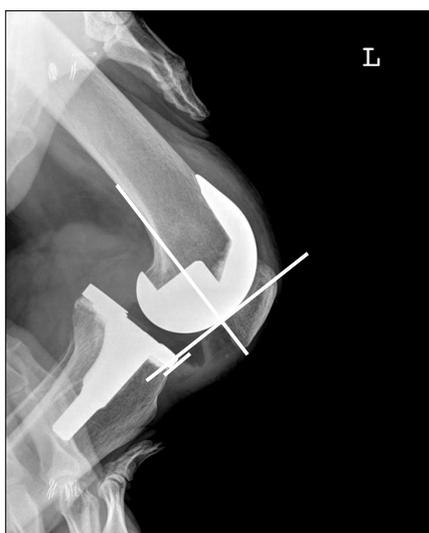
Knee posterior-drawer stress radiograph after injury shows marked posterior displacement of tibia more than 12 mm compared to contralateral side.
